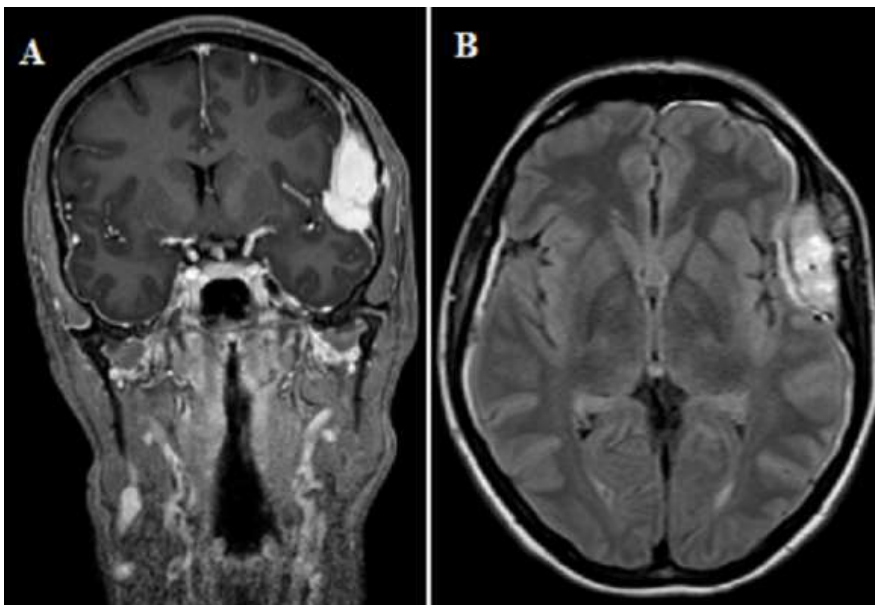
A) IRM coupe coronale T1 avec injection de gadolinium montrant une lésion expansive développée dans l'épaisseur du diploé au niveau de la région ptériale gauche se rehaussant très fortement après injection gadolinium; B) la lésion est spontanément hyper-intense en FLAIR, sur cette coupe axiale on visualise le passage de l'artère méningée moyenne dans la masse tumorale, par ailleurs l'effet de masse est discret
